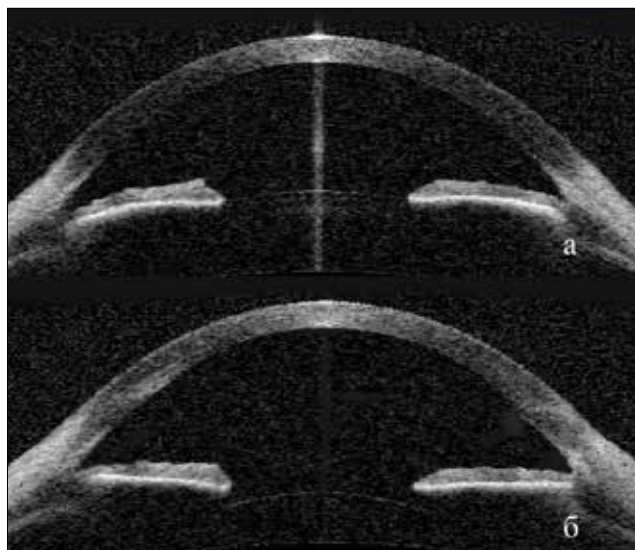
Томограммы переднего отрезка глаза пациентки К. с гиперметропией высокой степени: а) глаз до операции; б) тот же глаз после рефракционной замены хрусталика
